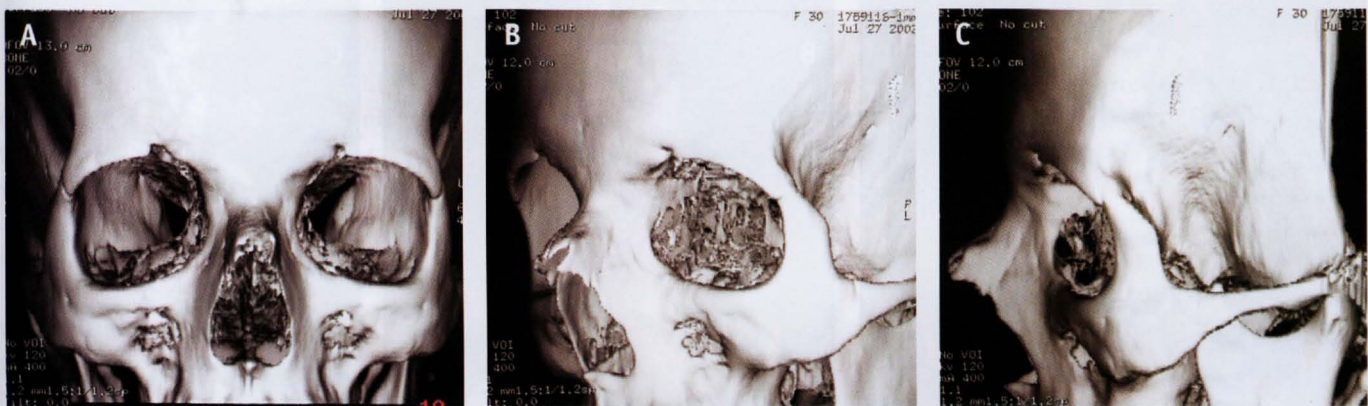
Reconstruções tridimensionais da face por TC *multi-slice* por suspeita de fratura. A) visão frontal; B) visão oblíqua anterior; C) visão lateral. TC normal.
